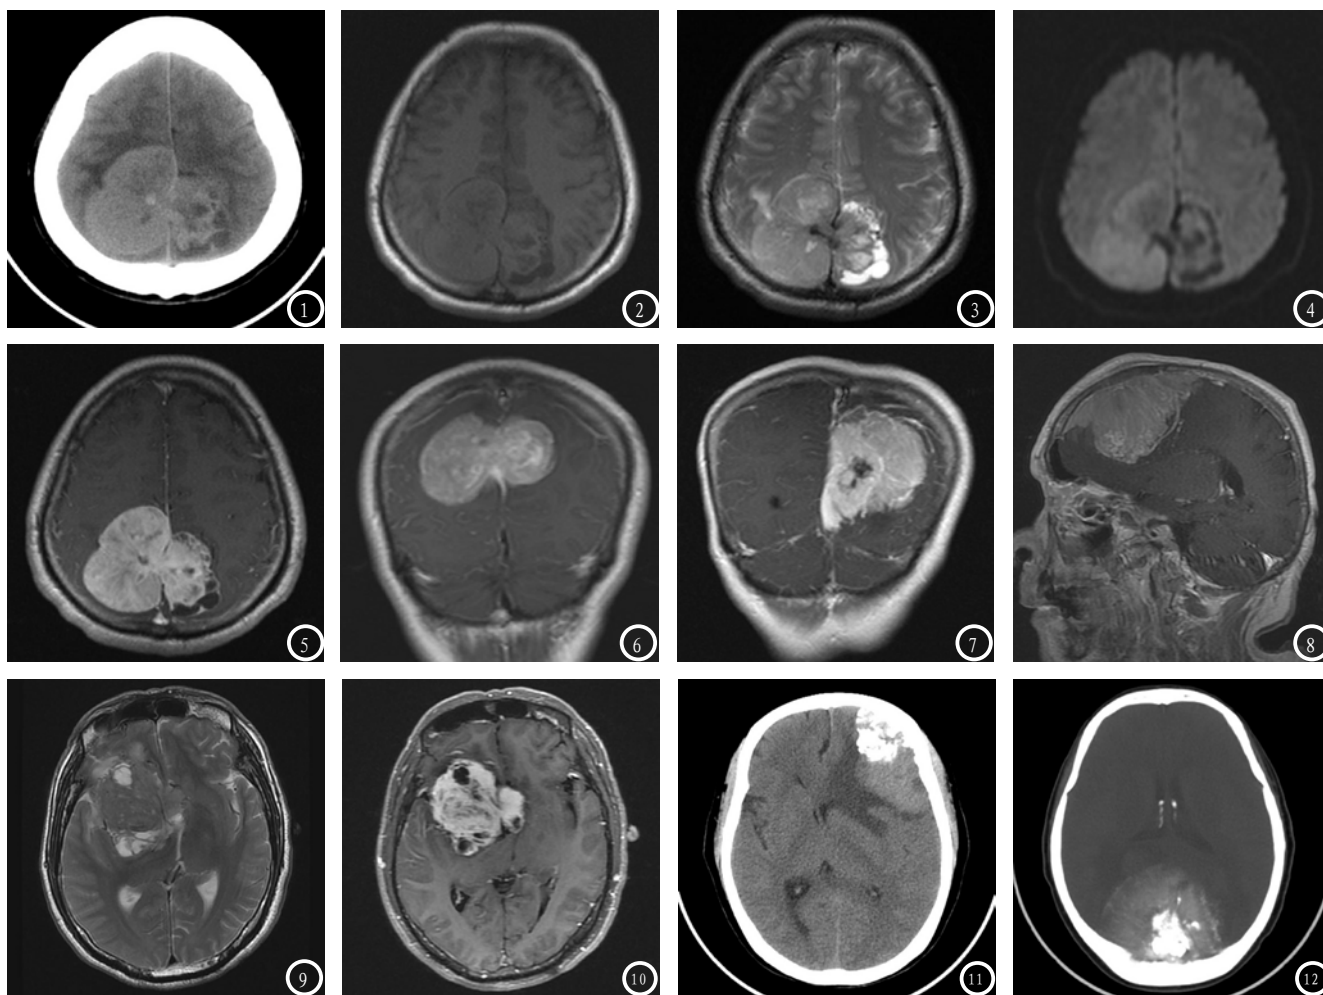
6为1例患者, 男性, 46岁。CT平扫示顶枕部分叶状稍高密度肿块, 跨大脑镰生长, 瘤内见小斑点状钙化, MR平扫T1WI呈等/稍低信号, T2WI呈稍高/低混杂信号, 内见与CT范围一致的囊变灶, DWI呈稍高/低信号, 增强后呈明显不均匀强化、囊变灶无强化, 病灶跨大脑镰, 冠状位呈“哑铃状”。图7-8 2例分别显示粗短脑膜尾征, 图8病灶侵犯上矢状窦, 增强后明显不均匀强化呈“条纹状”。图9-10 病灶位于右侧中颅窝底上部-鞍旁-额颞叶深部, 呈分叶状, 部分跨大脑镰, 瘤内及瘤周围见多发小囊变, 增强后实性成分明显不均匀强化、局部强化高于血管。图9示瘤内见较多流空血管影。图11-12 2例分别显示瘤内斑块、斑点、沙粒样钙化, 同时邻近颅骨侵蚀破坏。
